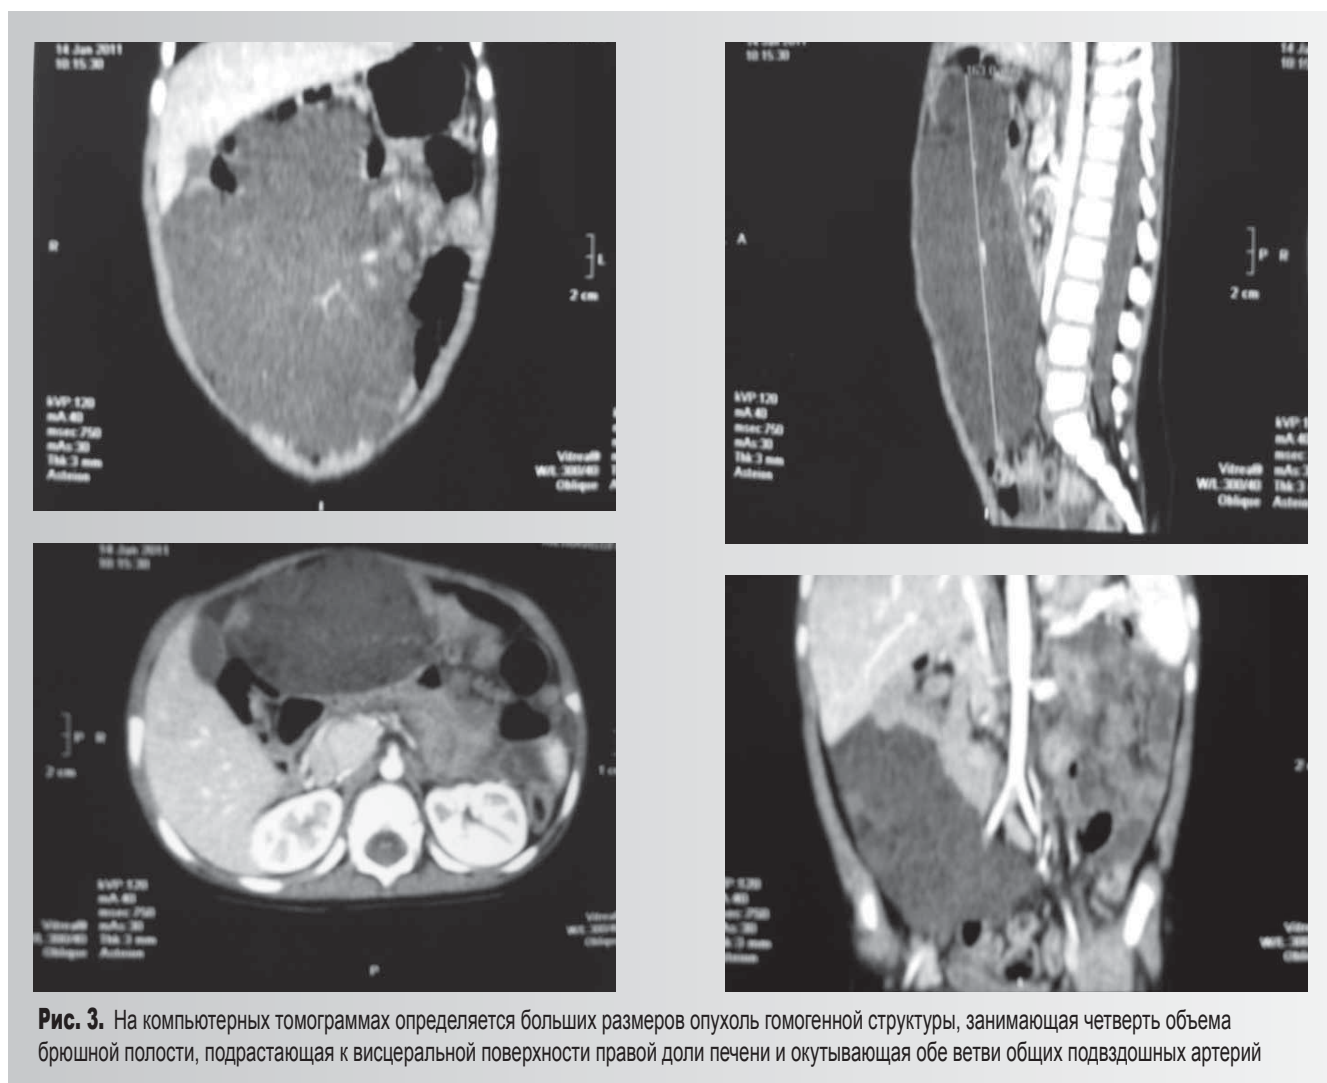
На компьютерных томограммах определяется больших размеров опухоль гомогенной структуры, занимающая четверть объема брюшной полости, подрастающая к висцеральной поверхности правой доли печени и окутывающая обе ветви общих подвздошных артерий
